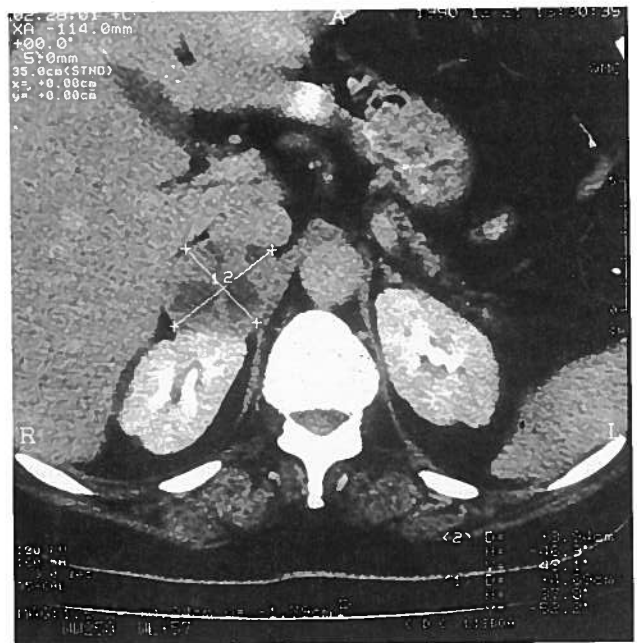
TAC abdominal. Formação tumoral sólida localizada à glândula S.R. Dt^a
